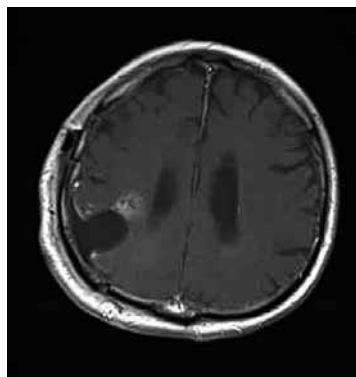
MRI mozku, T1 vážený obraz, postkontrastně axiálně. Multifonní glioblastom temporálně a parietálně vpravo, objemná nekrotická složka centrálně, na okrajích nabarvené vitální tkáň tumoru
